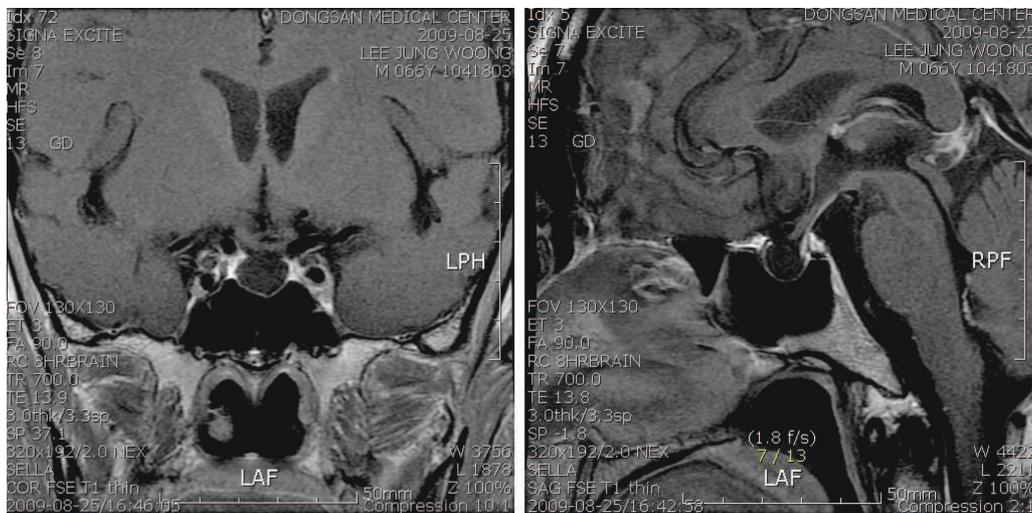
MRI of the pituitary gland. T1-weighted MR scan shows normal size of the sella turcica filled with CSF and almost absence of the pituitary gland.
